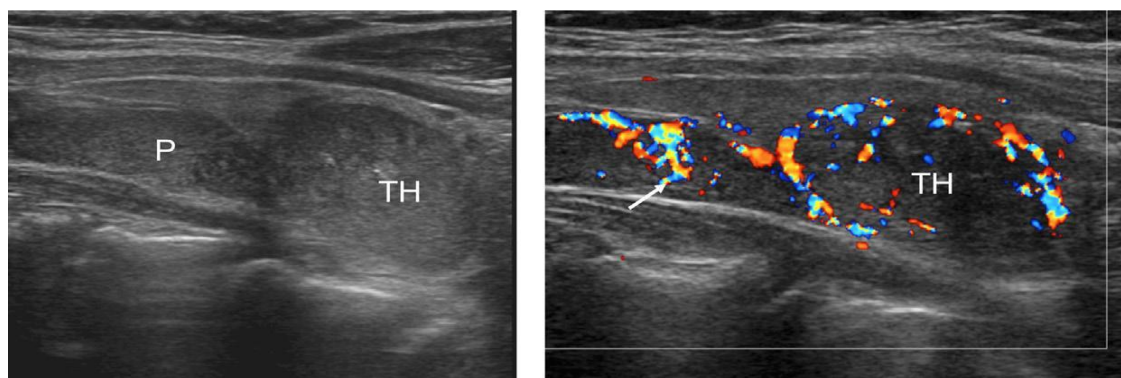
[47] : Echographie cervicale montre un goitre nodulaire concomitant et deux nodules hypoéchogènes, respectivement un grand nodule ovoïde situé dans le pôle inférieur de la thyroïde et un nodule allongée à la frontière supérieure postérieure de la glande, suspect pour une lésion parathyroïdienne. L'examen doppler-couleur puissant confirme la nature de la fonction thyroïdienne du plus grand nodule, avec distribution périphérique typique de signaux vasculaires. L'étiologie parathyroïdienne du nodule allongée adjacente est confirmée par le modèle de couleur. P = lésions parathyroïdiennes; TH = nodule thyroïdien.
